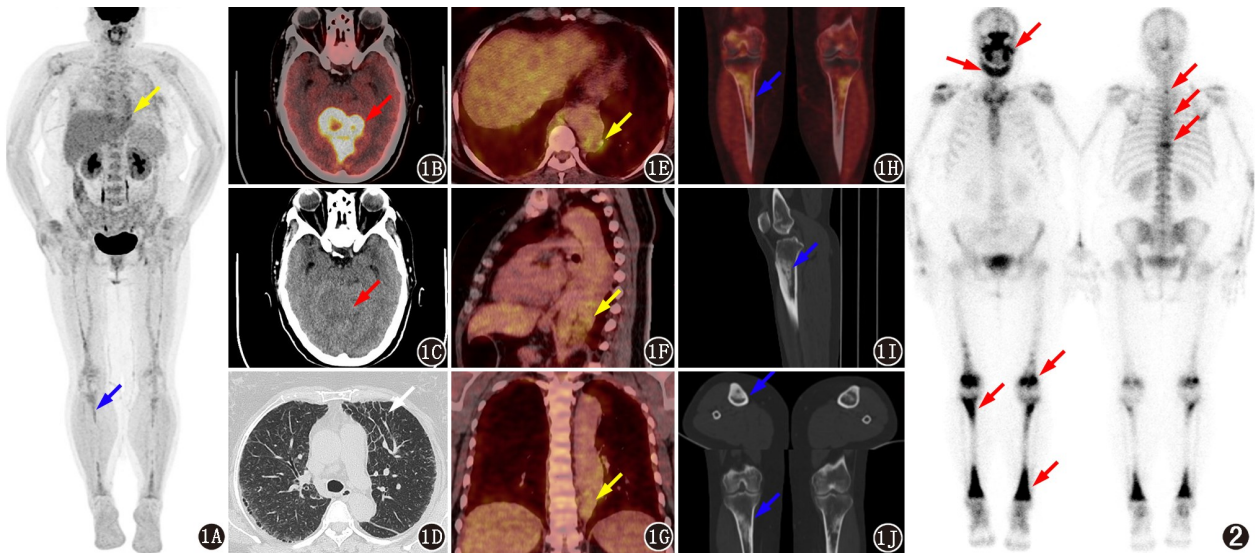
Erdheim-Chester 病患者(女,52 岁)¹⁸F-FDG PET/CT 显像图(箭头示病灶)。1A. PET 最大密度投影(MIP)图;1B. PET/CT 融合图可见小脑幕、直窦区 FDG 浓聚灶,SUV_{max} 35.4;1C. CT 断层图可见小脑幕、直窦区不规则略低密度影;1D. CT 断层图可见双肺小叶间隔增厚;1E~1G. PET/CT 融合图可见主动脉周围软组织浸润性病变,葡萄糖代谢增高,SUV_{max} 5.6;1H~1J. PET/CT 显像图示双侧股骨下段、胫骨上段骨髓腔内多发不均匀高密度影,葡萄糖代谢增高,SUV_{max} 4.2 图 2 同一患者⁹⁹Tc^m-亚甲基二膦酸盐(MDP)全身骨显像图(箭头示病灶)。可见上颌骨、下颌体部位、双侧股骨下段、胫骨上段和下段、T2、T5、T9 椎体多发骨盐代谢增高灶
